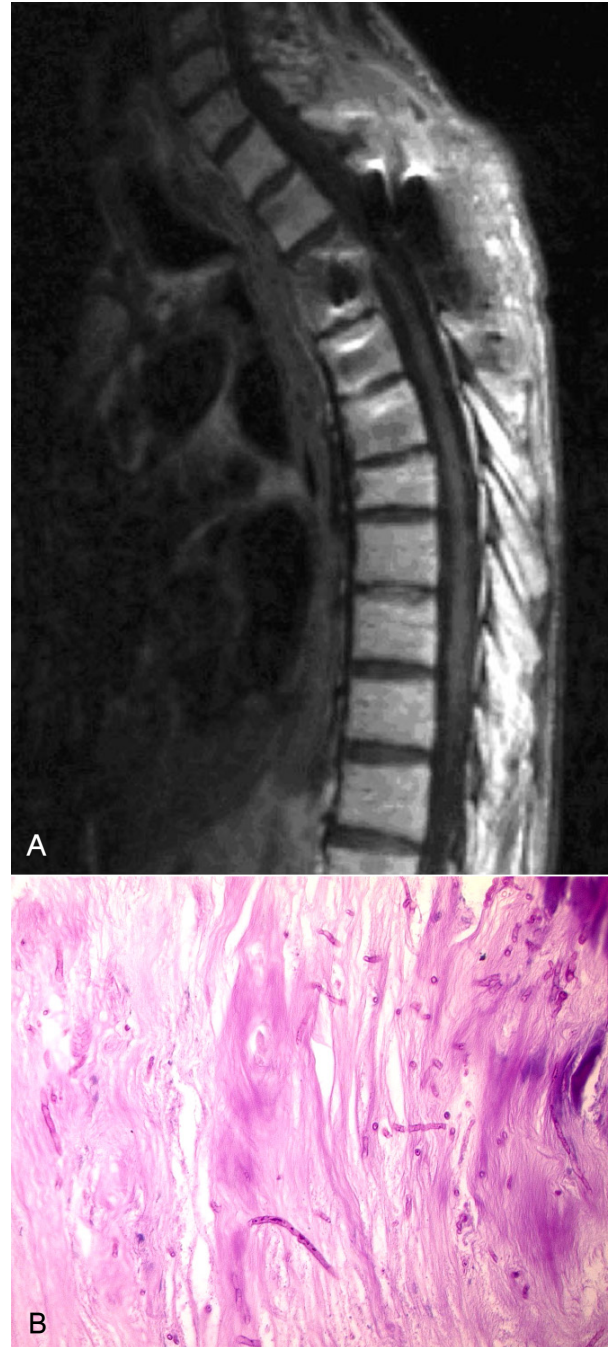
A) Following spinal MRI after treatment :tumor and infection sign are not seen. B) pathologic finding (X400) :compatible with osteomyelitis involving aspergillus with hyphae.
